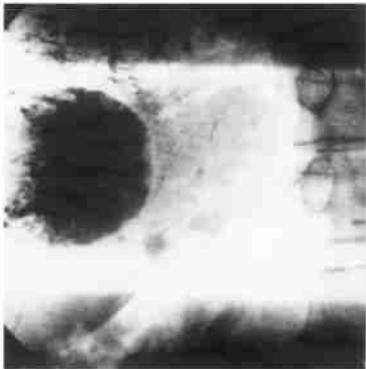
热碘油(30ml)化疗栓塞后平片:瘤内碘油均匀致密沉积,瘤内有较粗的门脉小支延伸到瘤周
